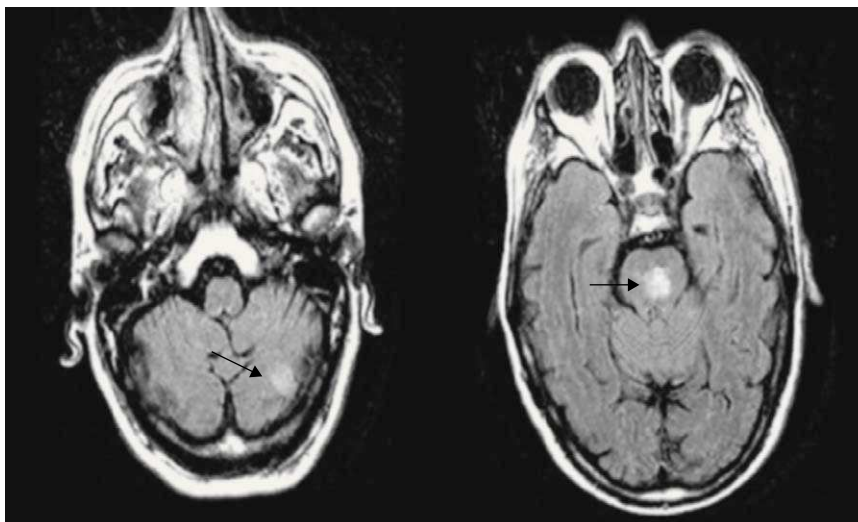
RMN craneal con difusión.
